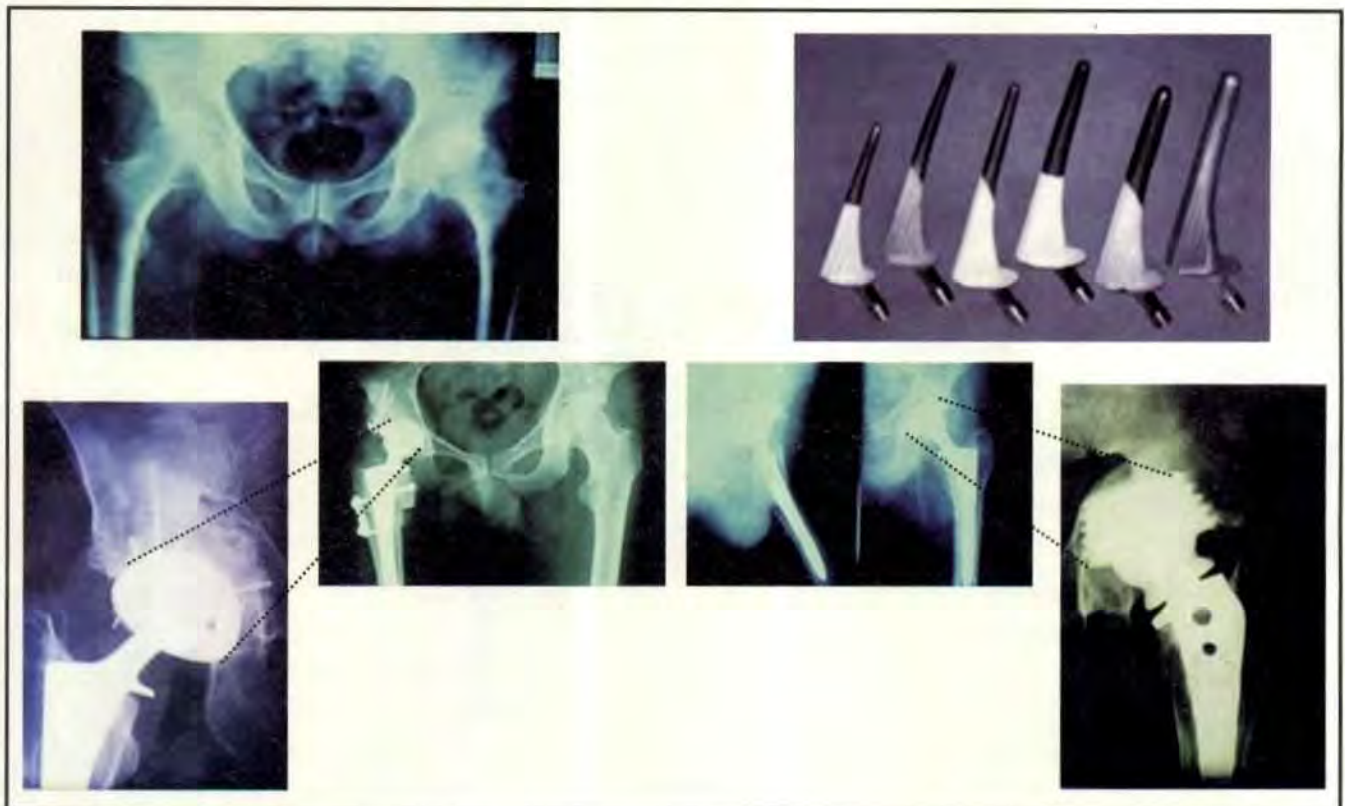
Radiografías de prótesis total de cadera
